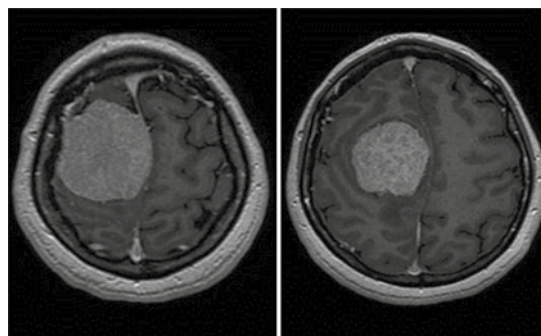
Resonancia magnética T1-W con contraste, corte axial, donde se observa la lesión neoplásica (meningioma) del lado derecho, con implantación en el tercio medio de la hoz, dimensiones de 7 x 6 x 5 cm, desplazando caudal y ventralmente el área motora primaria ipsilateral.
